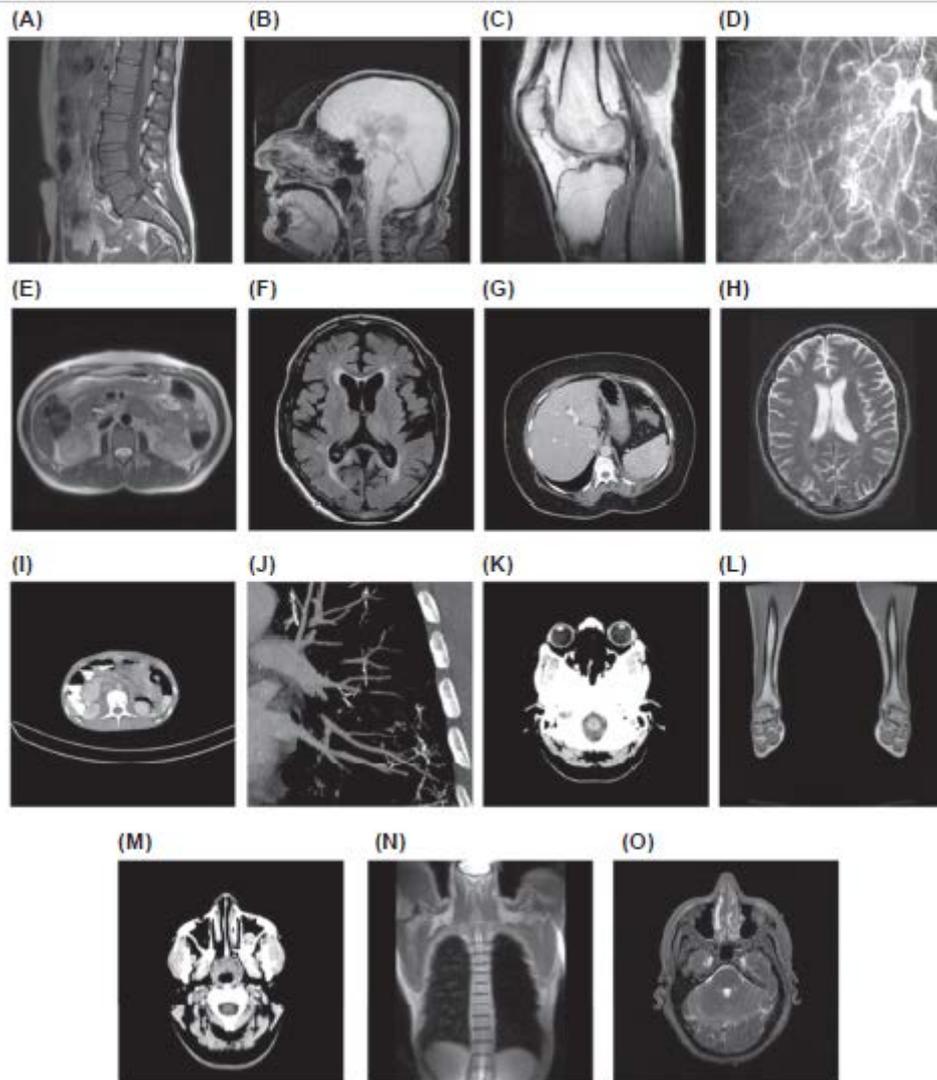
3 Exemples d'images IRM utilisées pour l'analyse.
